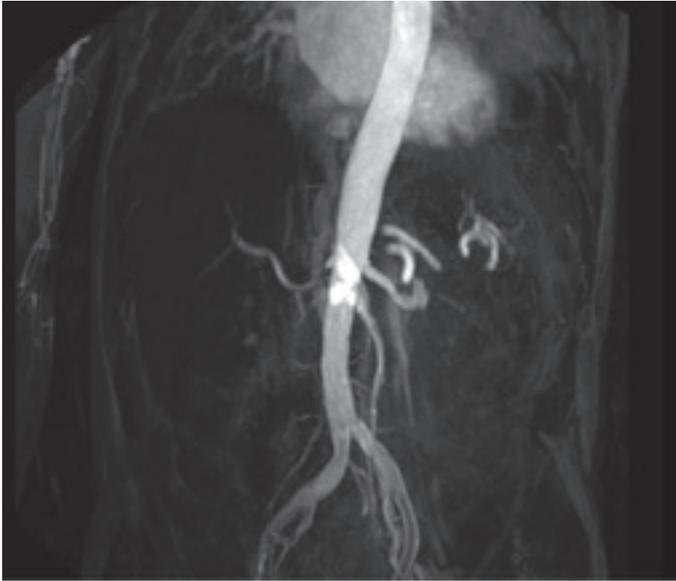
angio RMN de arteria aorta y arterias renales. MIP coronal de aorta abdominal. Se aprecia obstrucción del ostium de arteria renal derecha y arteria renal izquierda de buen calibre.
